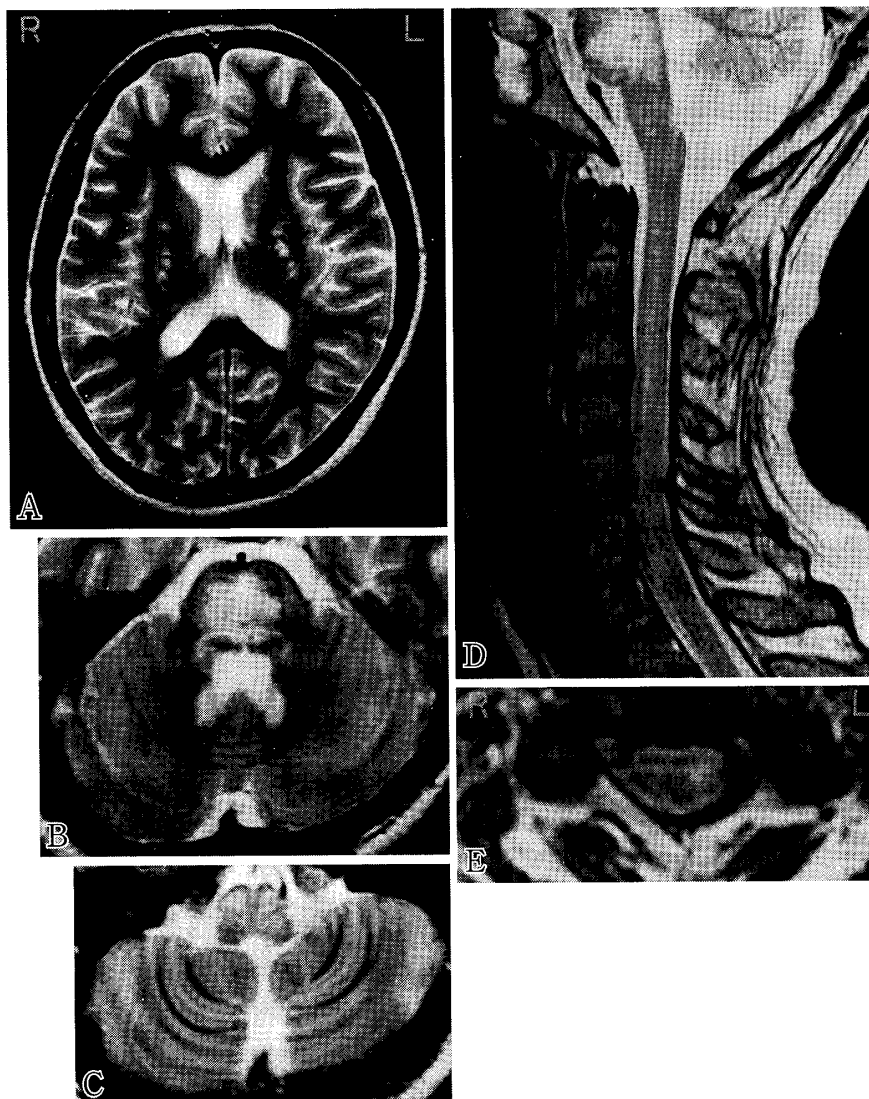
症例1の頭部，頸髄MRI (T2強調画像)
